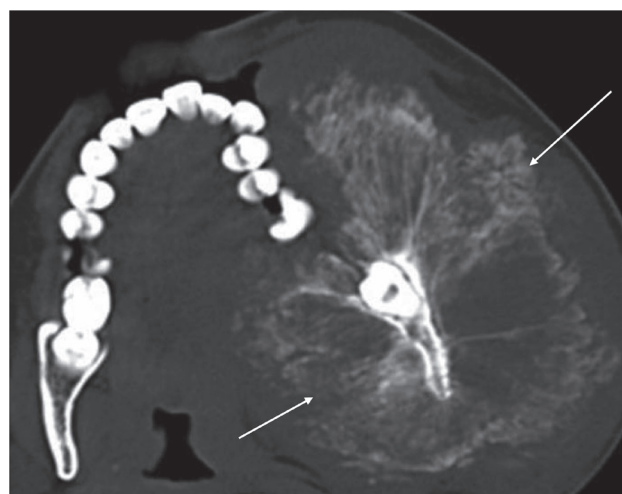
КТ, аксиальный срез. Остеосаркома нижней челюсти слева
